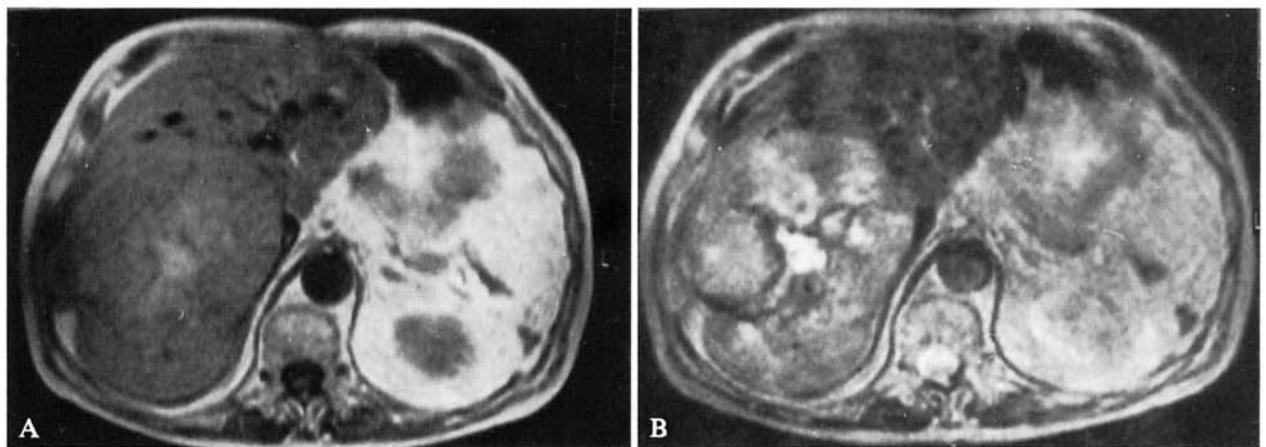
Epatocarcinoma. A, B) Scansioni RM assiali Spin-Echo (TR 690/TE 20; TR 1960/TE 100 ms). Area stellata centrale con costante iperintensità del segnale nelle immagini sia T1 (A) sia T2 pesate (B), per alterazione con carattere necrotico-emorragico. HCC. A, B) Axial SE MRI (TR 690/TE 20; TR 1960/TE 100 ms). Central star-shaped area with marked and constant hyperintensity on both T1- (A) and T2-weighted (B) images, suggestive of mainly necrotic-hemorrhagic tissue.
